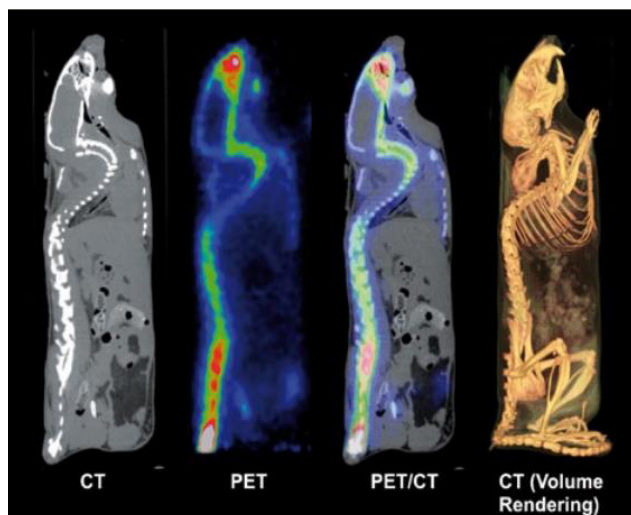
Типове зображення миші за допомогою різних методів візуалізації: зліва направо: КТ, ПЕТ-зображення, ПЕТ/КТ-зображення, об'ємне відображення КТ [8].
